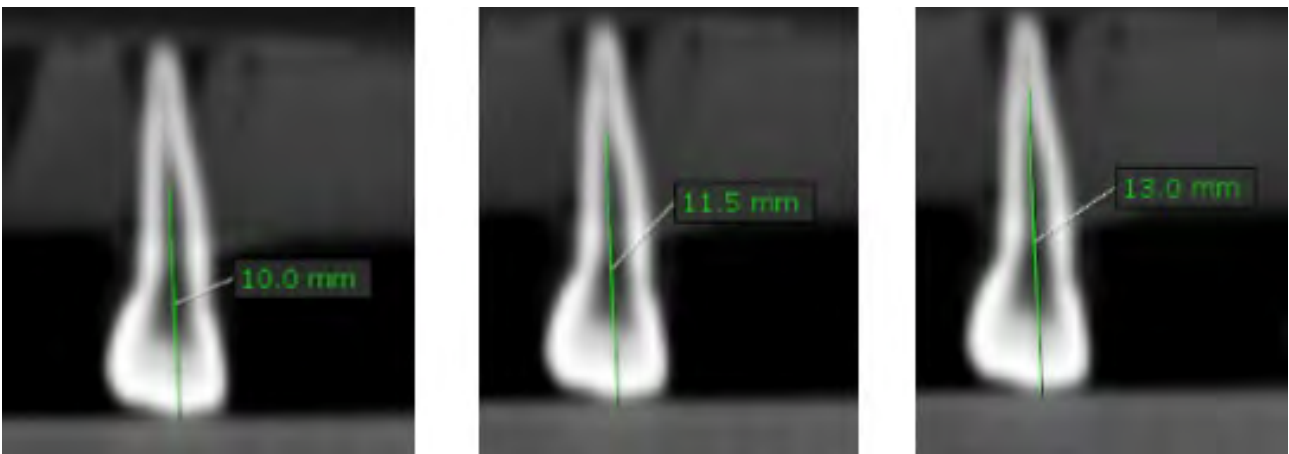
Determinación del diámetro radicular a nivel apical, medio y cervical en la Tomografía Computarizada Cone Beam (corte coronal)
